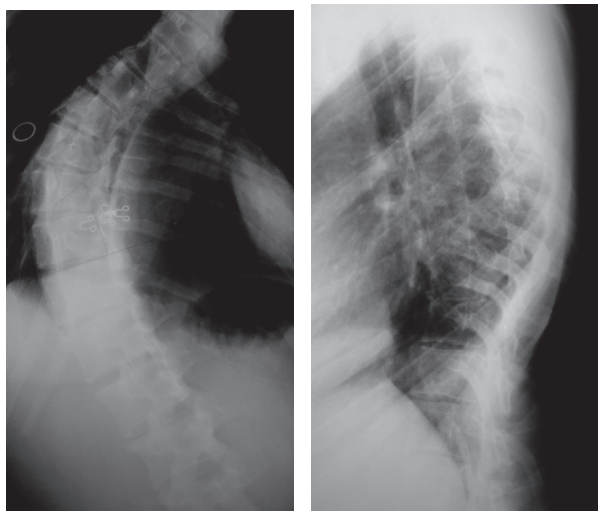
Рентгенограммы позвоночника в прямой и боковой проекциях больной М. до операции
